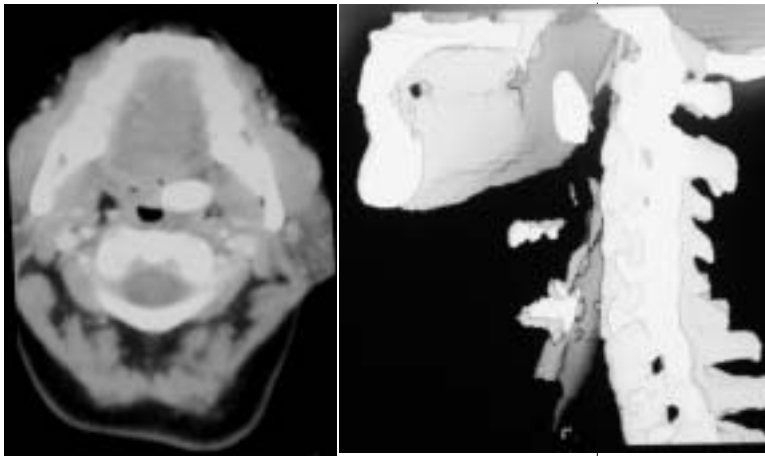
Imagen radiopaca del tonsilolito en la TC donde se aprecia su relación a los espacios parafaríngeos.
